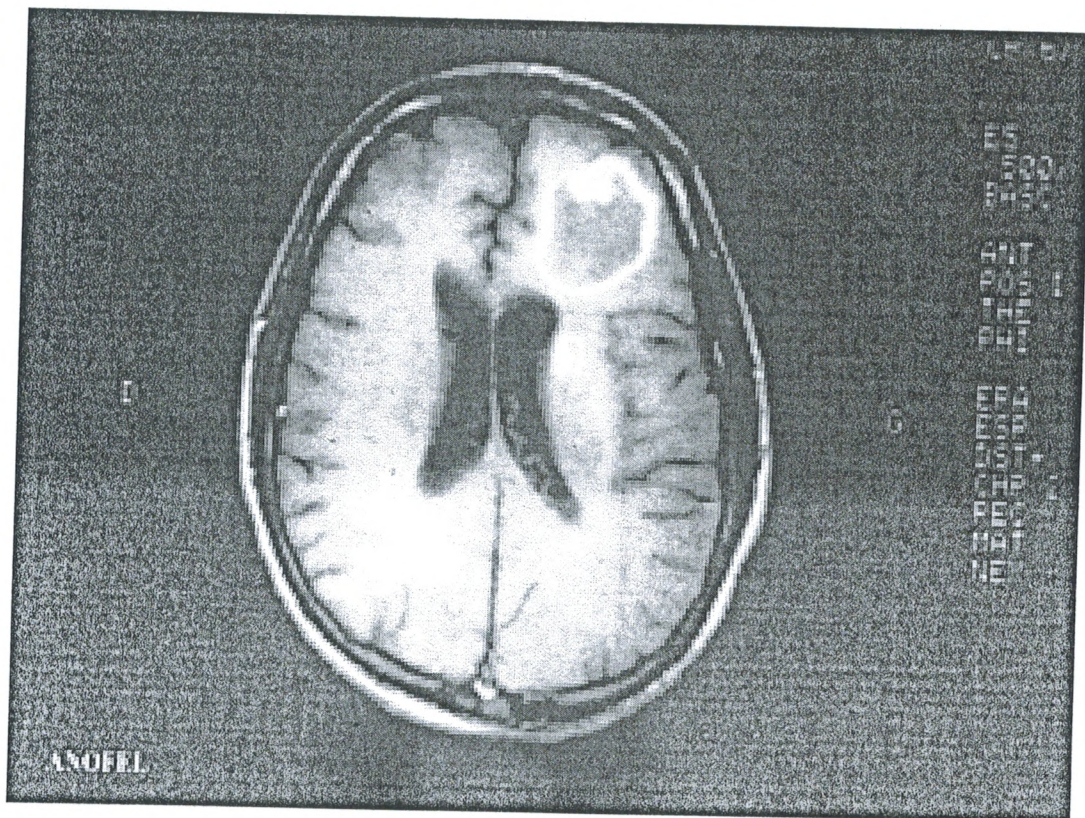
Toxoplasme cérébrale. Examen par imagerie par résonance magnétique (IRM)
